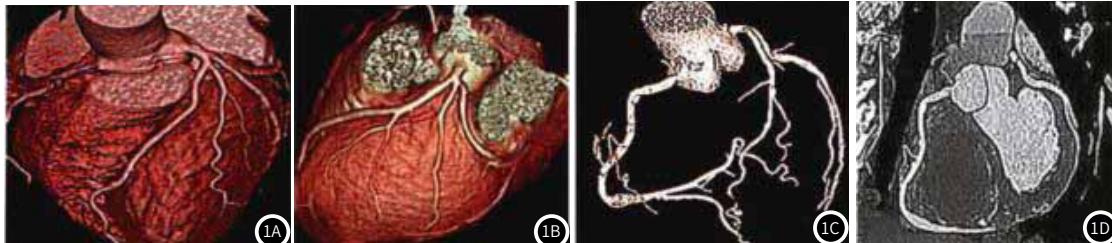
双源CT图像。注：图1A：左主干管腔缩小、钙化，出现斑块；图1B：左前降支管腔缩小、钙化，出现斑块；图1C：左回旋支管腔有血栓，分支较多；图1D：右冠状动脉管腔钙化，出现斑块
